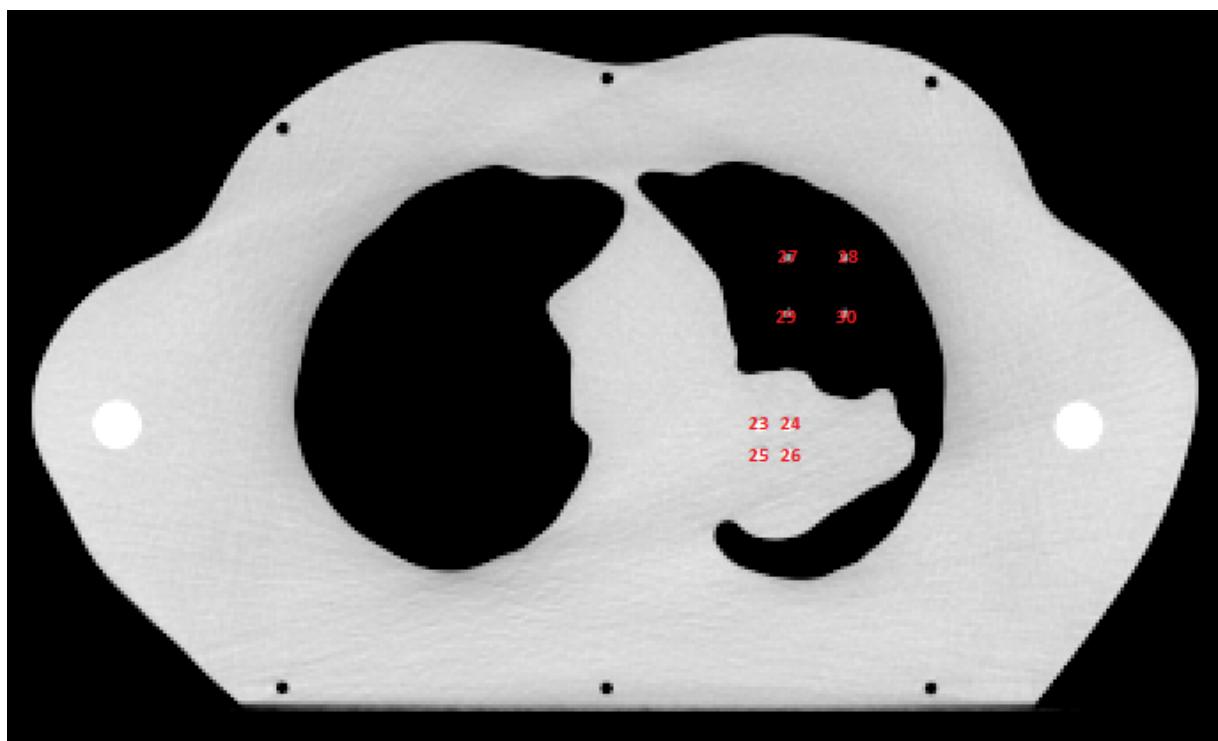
Dosimeterposisjoner CT-snitt 6 i lungefantomet.
